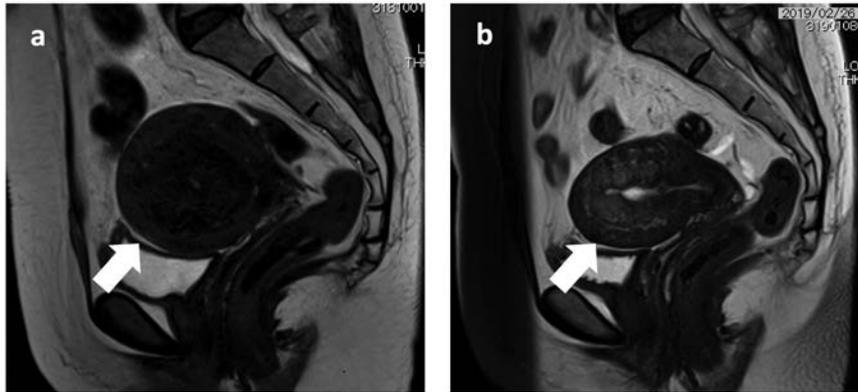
症例：46歳 粘膜下筋腫 MRI T2WI
